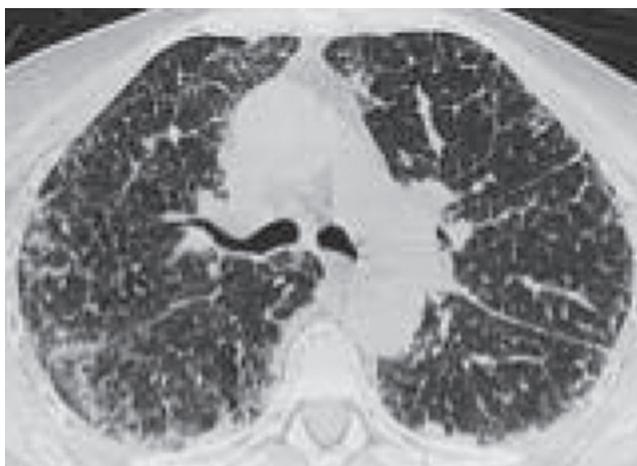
Диффузная форма AL-амилоидоза легких. Компьютерная томография высокого разрешения: ретикулярно-узелковый паттерн изменений преимущественно в сублевральных зонах [8].
